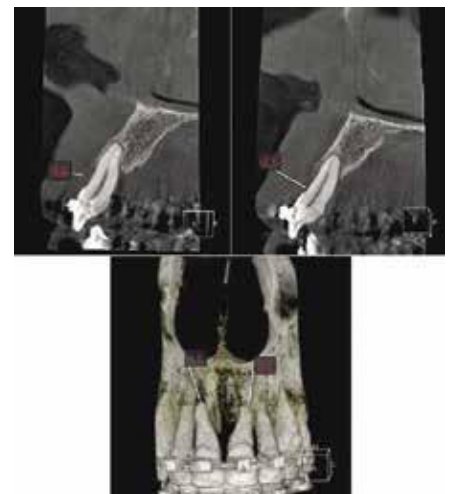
Examen CBCT 11- 21 avant désappareillage
